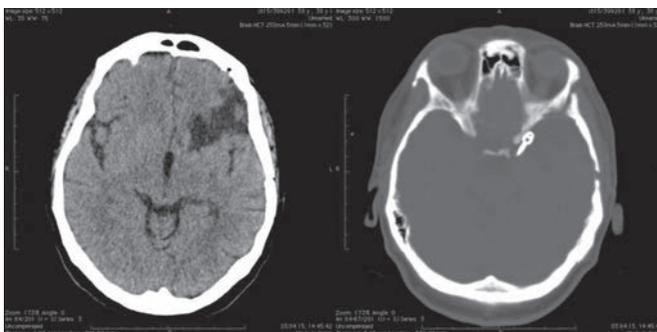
КТ головного мозга (3.04.2015 г.): состояние после клипирования аневризмы левой ВСА, исход ишемии в заднебазальном отделе левой лобной доли, островке.
